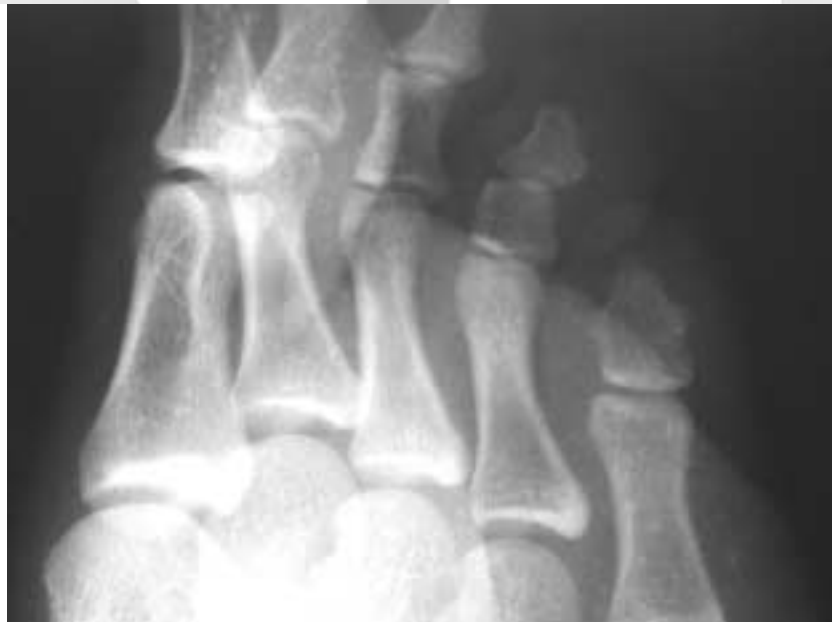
Oblique view of plain radiograph showing two-phalanged 5th toe in a 15 year-old-girl. Ossification center is unseen any more, which already seems to fused with shaft bone.
